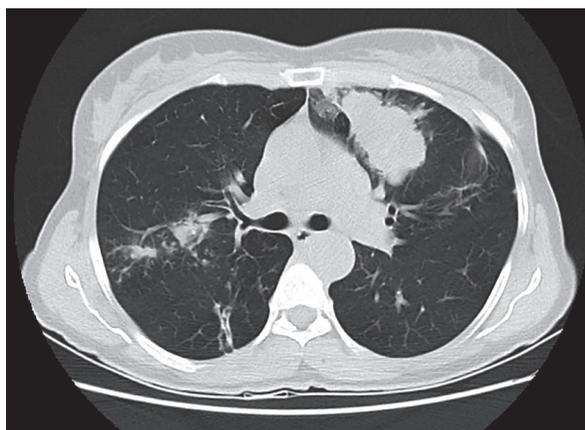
TC de tórax com imagem sólida ovoide, de contorno irregular, localizada no segmento anterior do lobo superior esquerdo.
